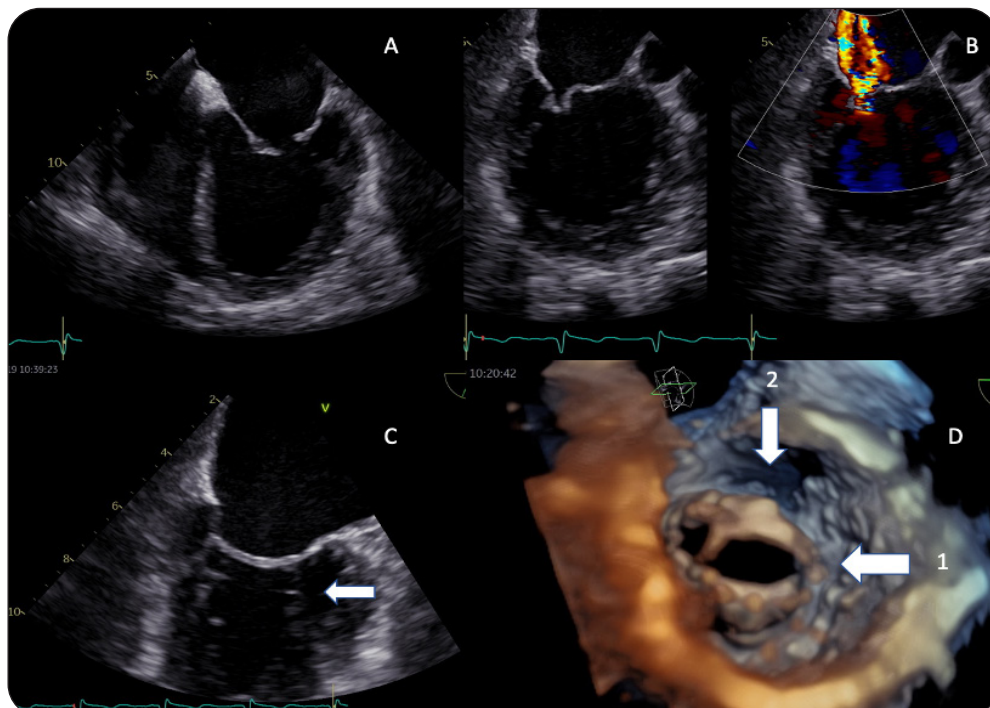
Caractéristiques de la valve mitrale en échocardiographie transoesophagienne. A : épaissement des bords libres de la valve mitrale; B : IM légère dans les conditions d'examen; C : Rétraction et épaissement de l'appareil sous-valvulaire; D : vue ventriculaire 3D de la valve mitrale (1 : fusion de la commissure latérale, 2 : «doming» du feuillet antérieur).
